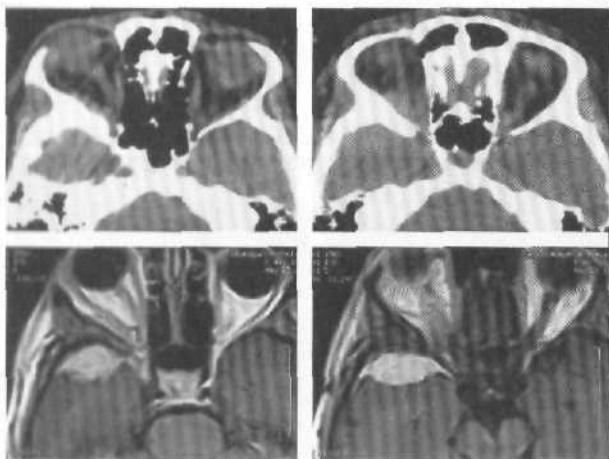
Гиперостотическая менингиома крыльев основной кости справа с формированием мягкотканного компонента в глазнице, средней черепной и подвисочной ямках. КТ с контрастным усилением.
